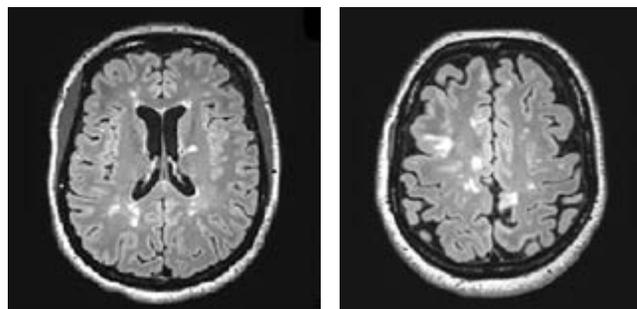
МРТ головного мозга пациентки Р. (16.03.2015)
